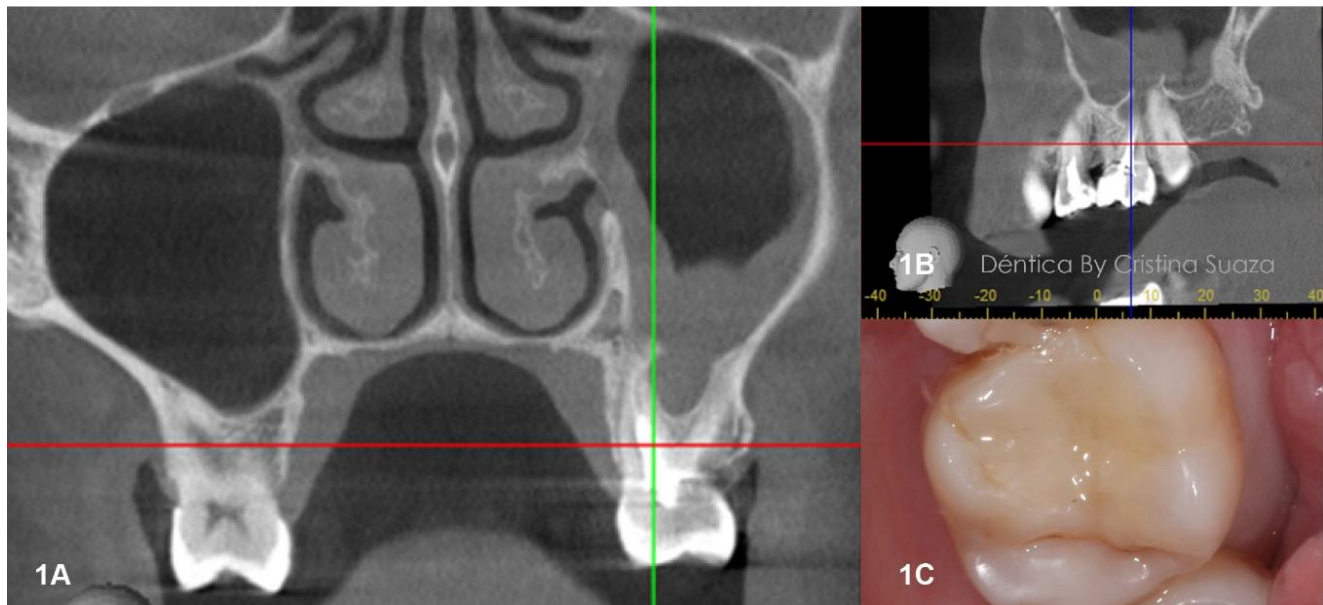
Se observan en los cortes de la TC la hiperdensidad del seno maxilar izquierdo, con la solución de continuidad del piso del dicho seno y la imagen clínica del diente 26.
